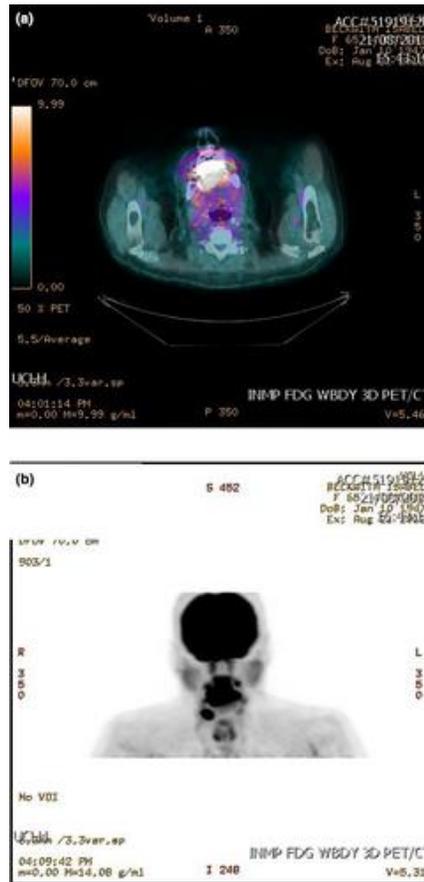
PET-CT carcinoma de células escamosas en piso de boca T-4 con la presencia de extensión hacia los ganglios cervicales.(5)
